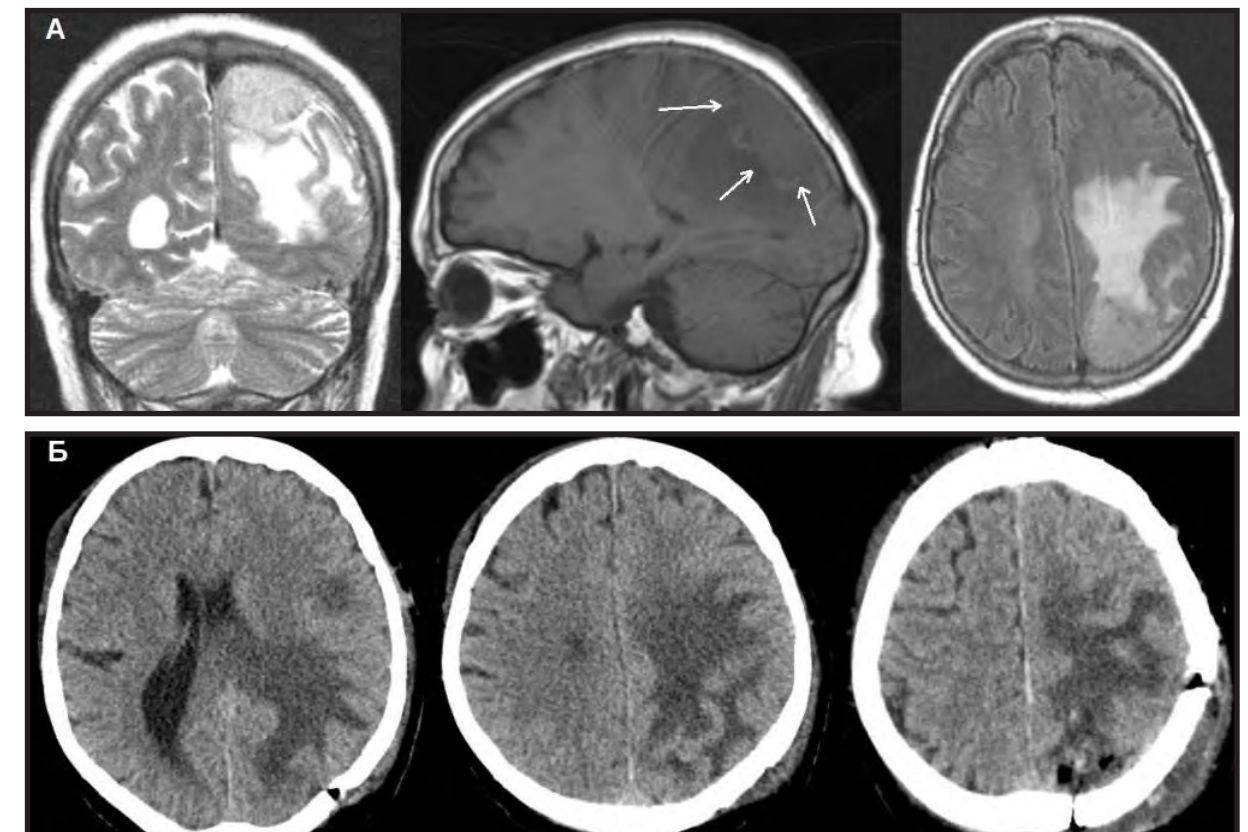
Больная К, 76 л. А - МРТ в трёх проекциях в режимах T1, T2 до операции, визуализирована менингиома левой теменной доли головного мозга. Б - контрольная КТ головного мозга на 5-е сутки: состояние после краниотомии и удаления опухоли левой теменной доли головного мозга.
